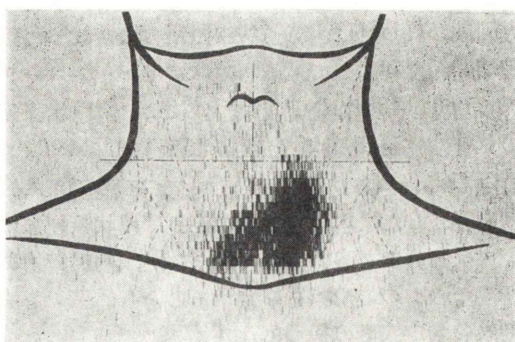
^{131}I scintigram shows a cold area in the right lobe of the thyroid gland.
